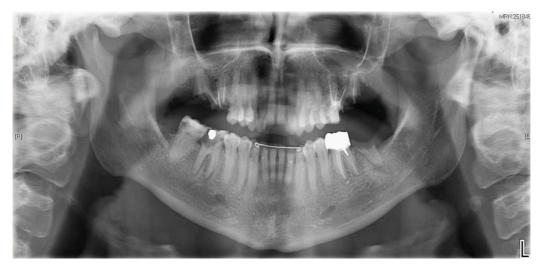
Orthopantomogramme (12/01/2018) disponible dans le dossier dentaire du patient 2
